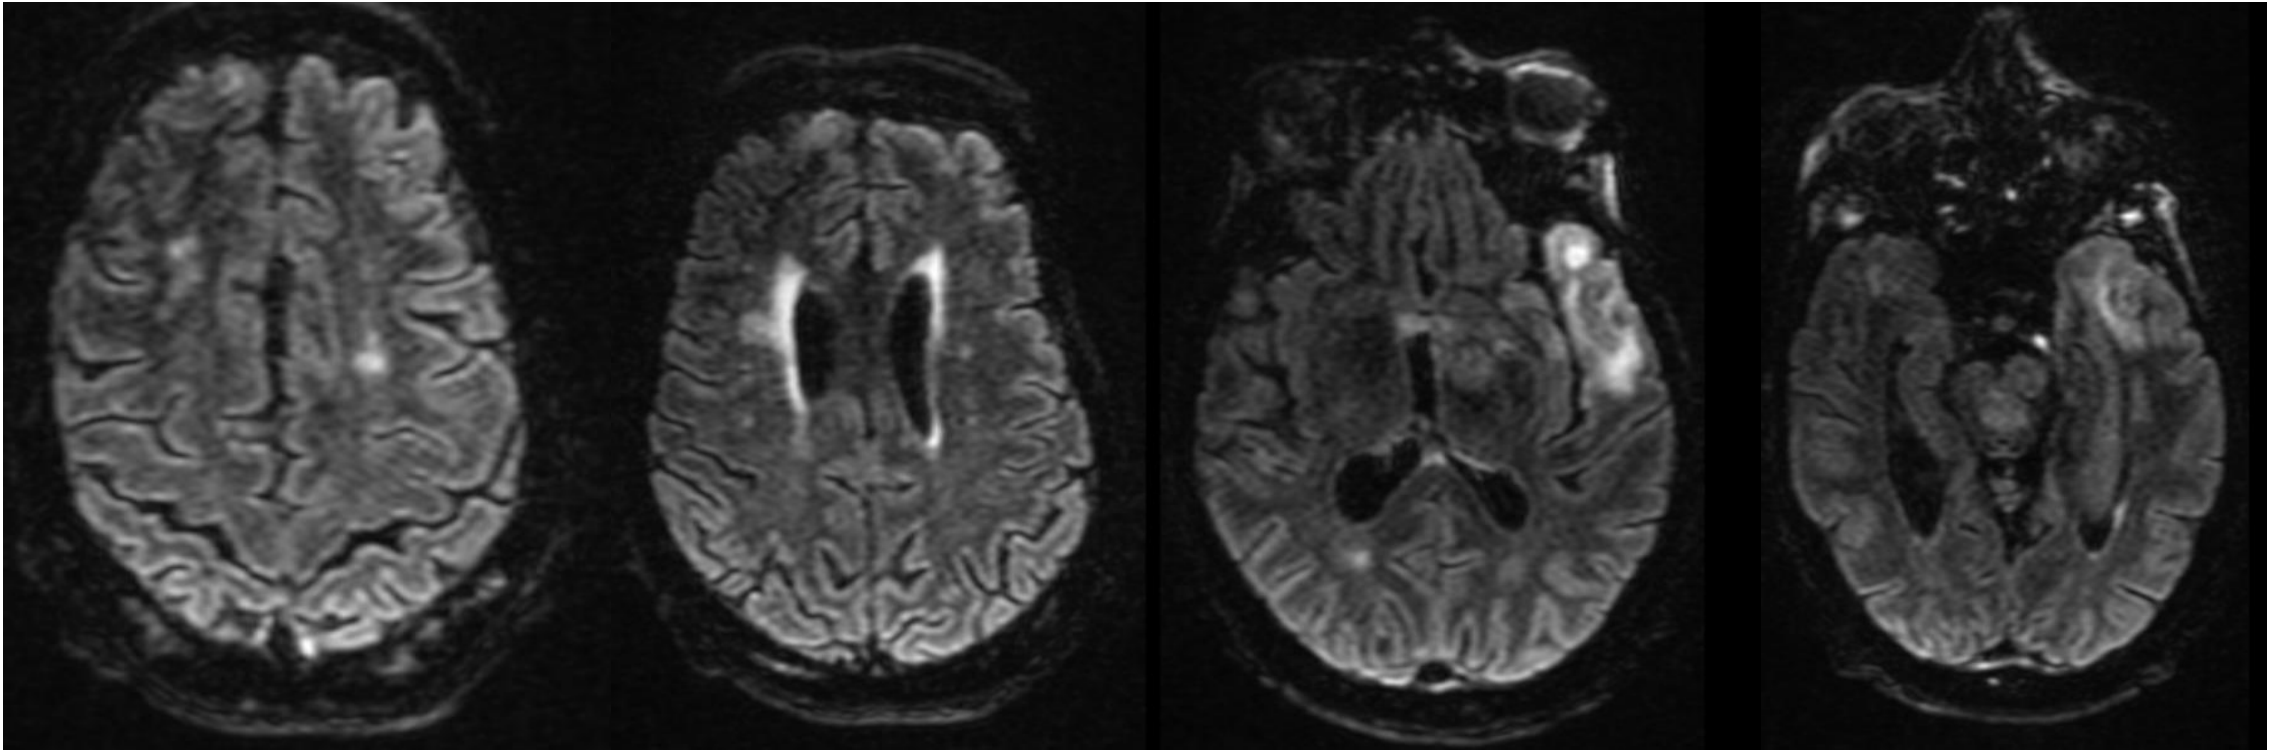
(imágenes cedidas por HCUVA). RM con obtención de cortes axiales en secuencia FLAIR T2 en un paciente que desarrolló clínica neurológica severa tras someterse al tratamiento con CAR-T. Se identifican múltiples áreas de hiperintensidad de señal en sustancia blanca subcortical y periventricular bilateral, ganglios basales, tálamos y troncoencéfalo. Hallazgos atribuibles a ICANS grado 3-4. (Continúa con las figuras 5 y 6.)
